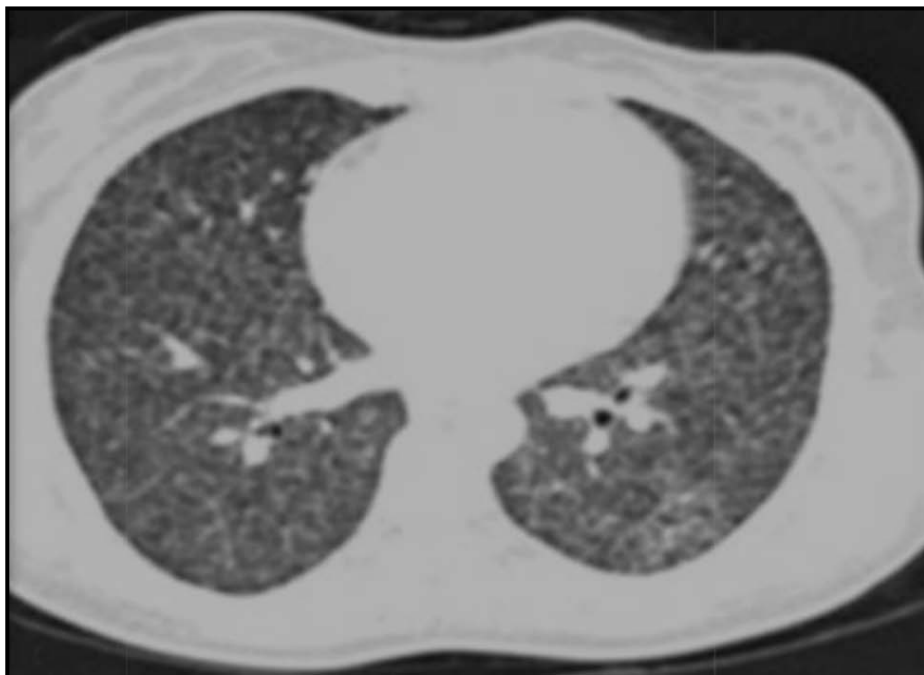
Coupe axiale par TDM en fenêtrage parenchymateux montrant de nombreux micronodules en grain de milles dans les deux champs pulmonaires.(82)
